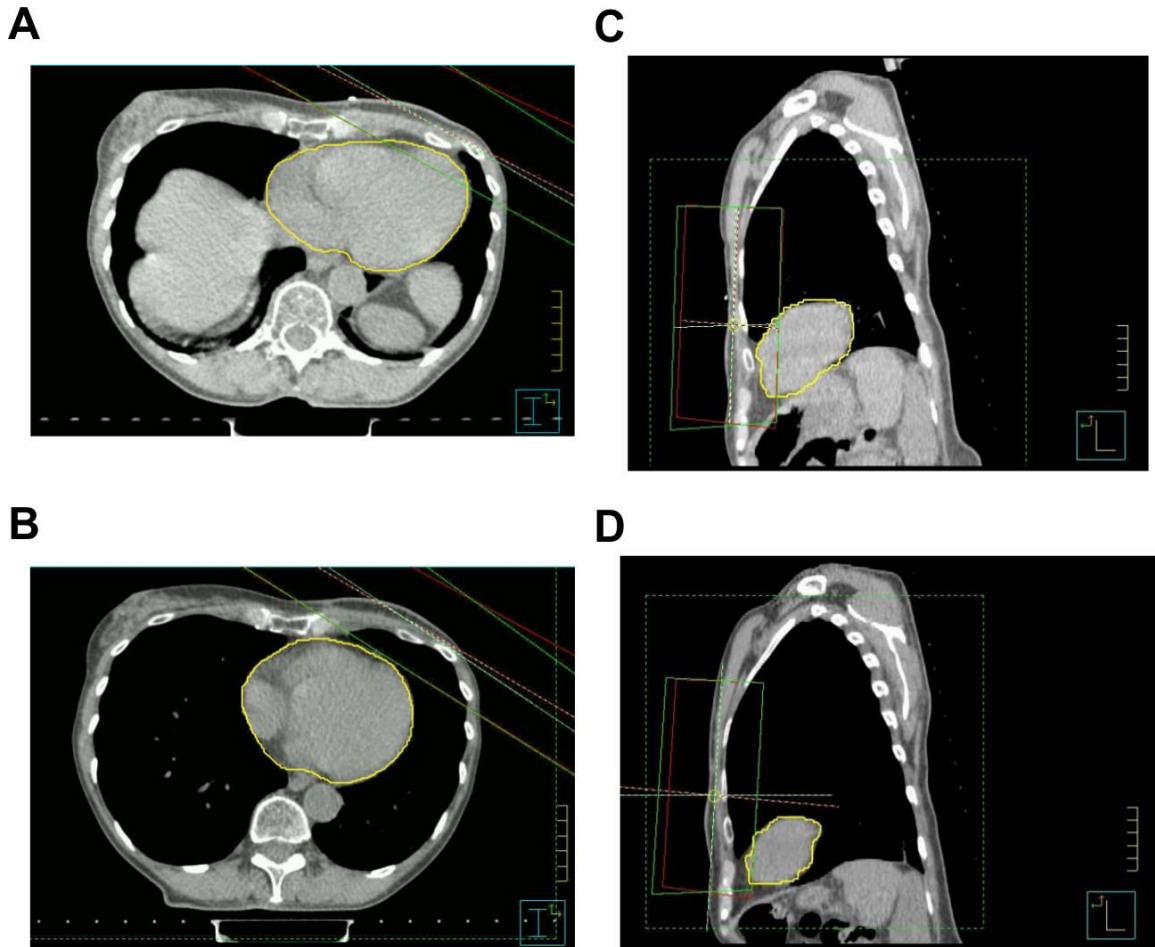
Immagini TC assiali (A-B) e sagittali (C-D) della ghiandola mammaria e parete toracica, ottenute a respiro libero (A-C) e respiro trattenuto (B-D).
